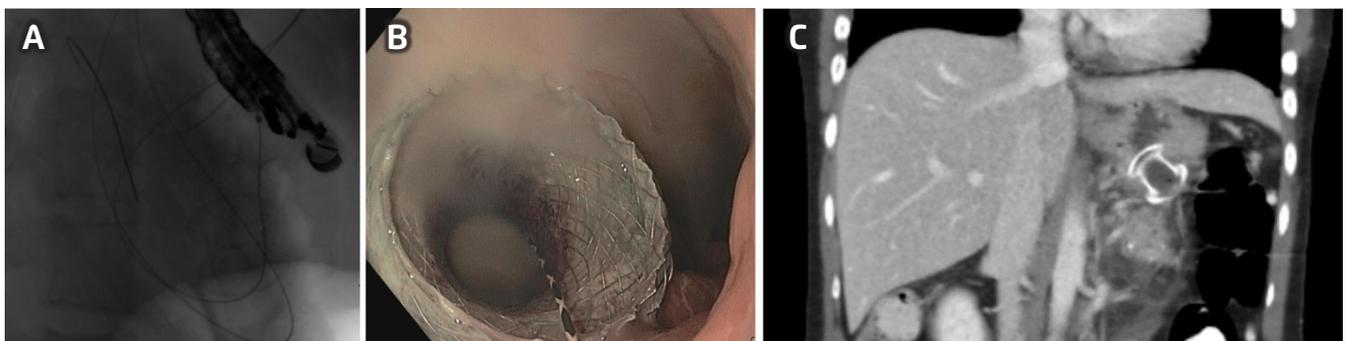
(a) Drenaje Eco guiado, trans gástrico de pseudoquiste pancreático usando AXIOS stent. (b) Drenaje de pus. (c) Tomografía axial computarizada 4 semanas después del drenaje. Resolución completa del pseudoquiste. Imágenes cortesía de Dra. Uzma Siddiqui.
